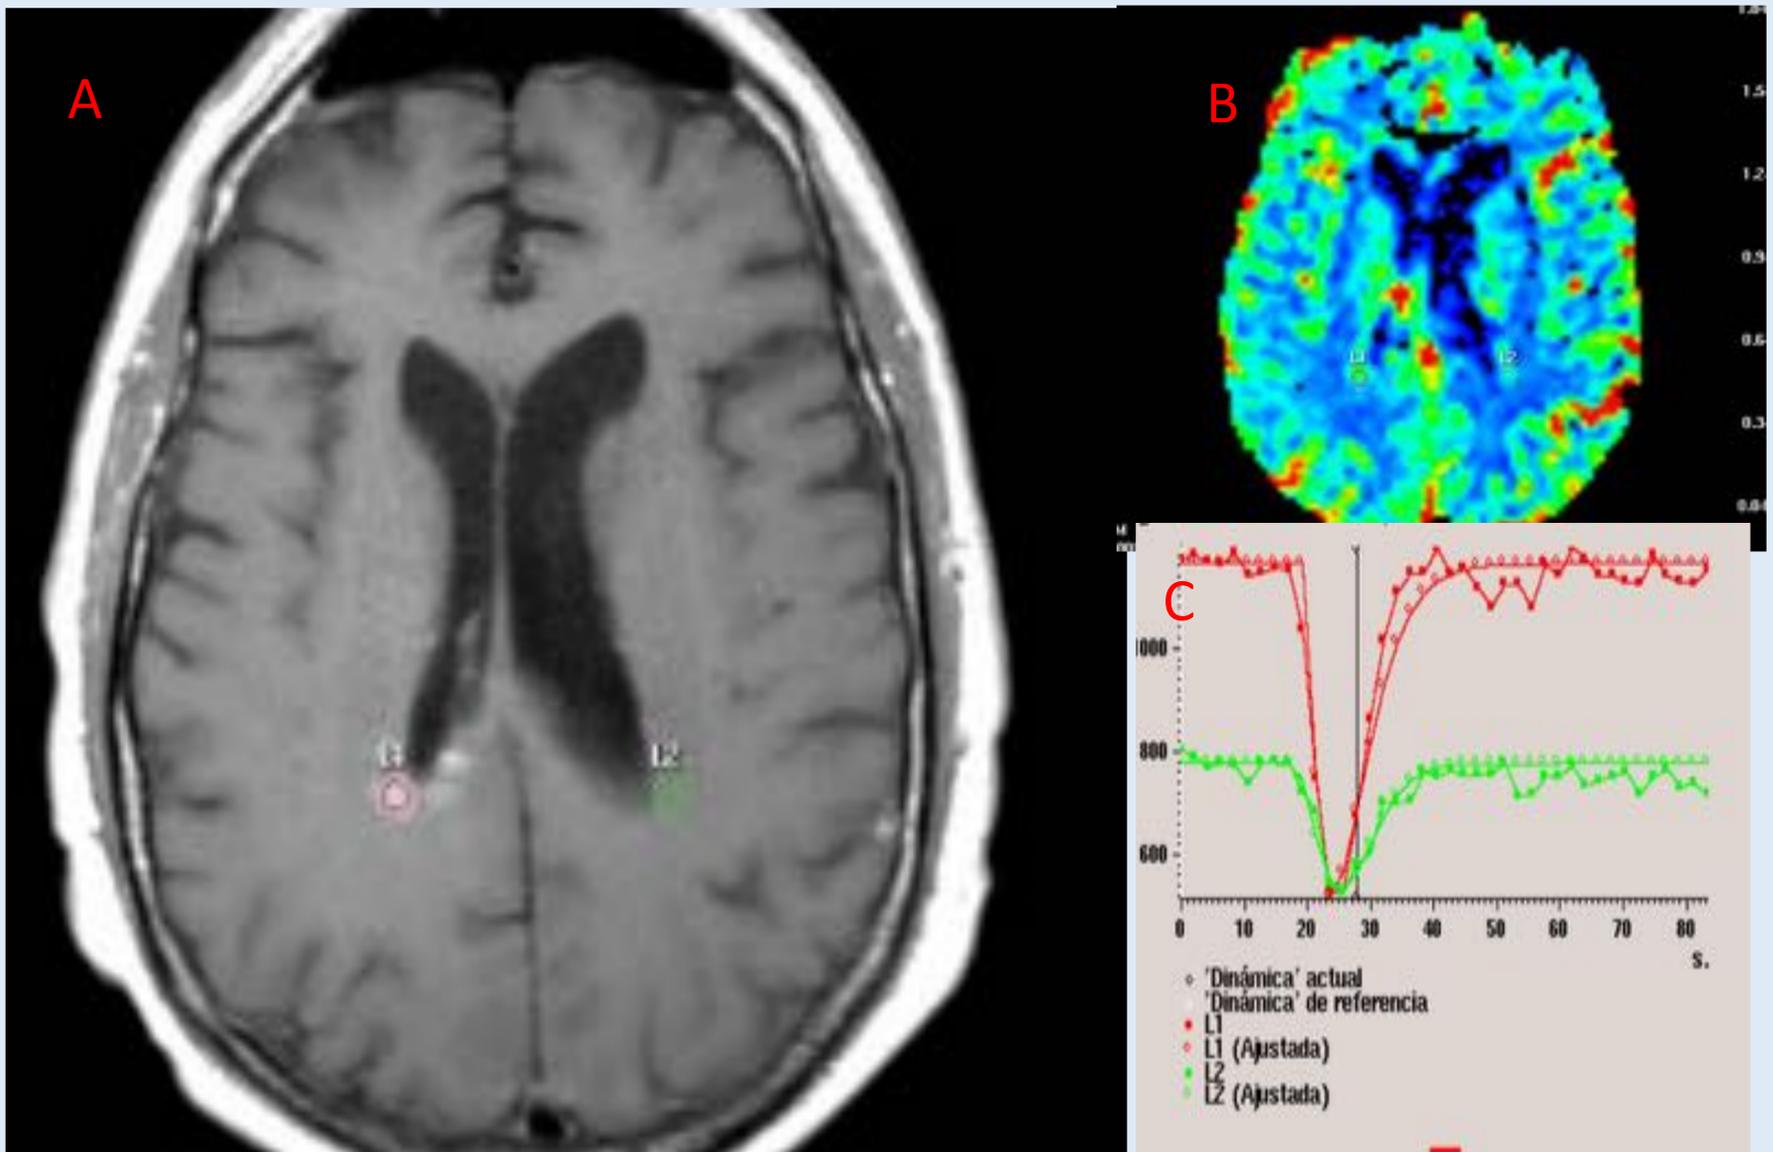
RMN craneal post-transplante del paciente de figura previa. Se objetiva aparición de nuevas lesiones en sustancia blanca periventricular adyacente a trigono derecho, con realce tras gadolinio(A).En secuencias de perfusión (B) las lesiones presentan valores elevados de rCBV (C). Hallazgos sugestivos de recidiva precoz post-transplante.
